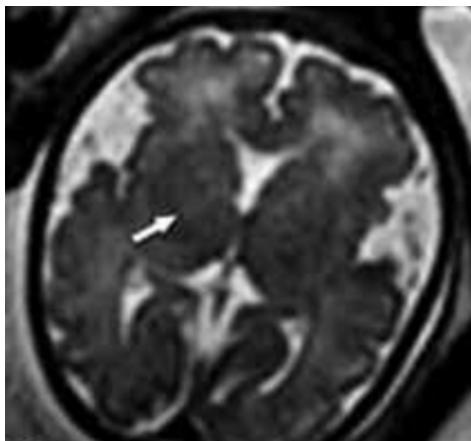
Mielinización y desarrollo cortical normal en RMN (T2) fetal de gestación de 25 semanas (corte axial).
